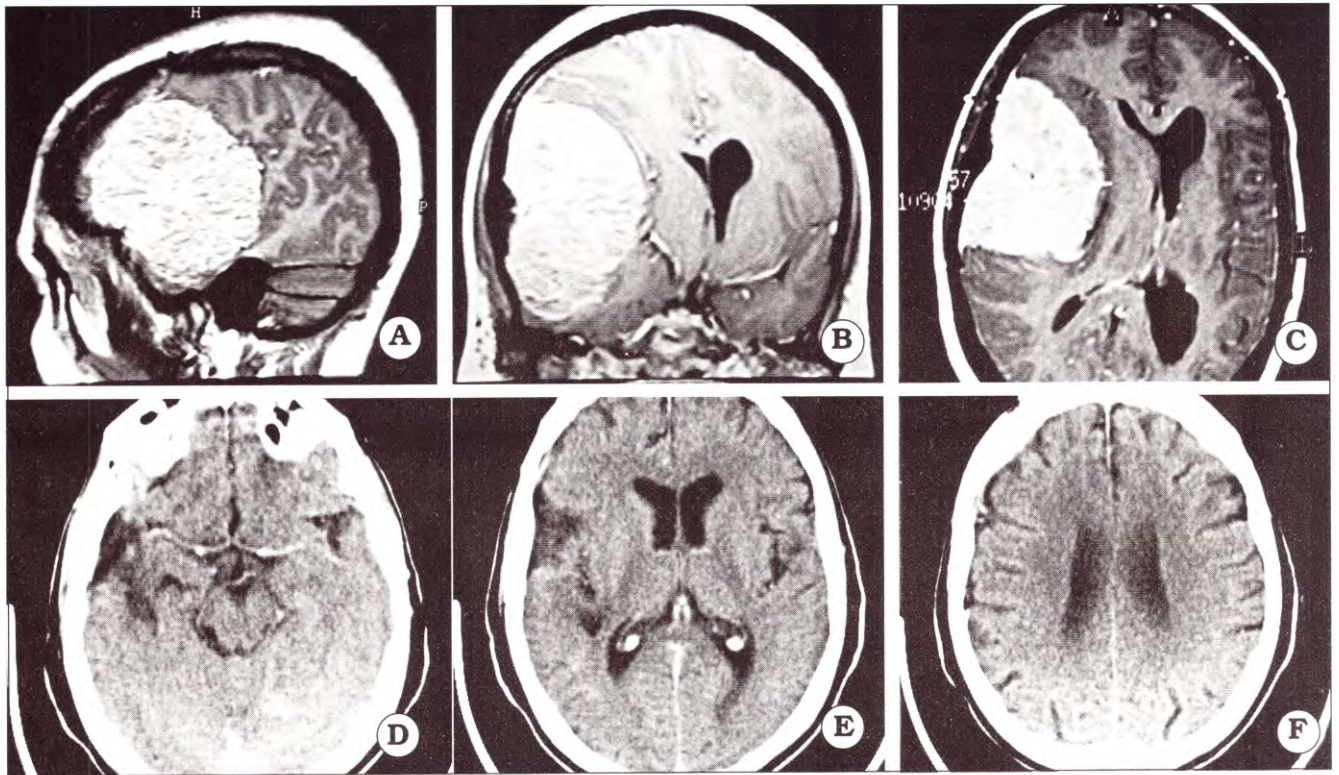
A. IRM en T1 con gadolinio, corte parasagital: se visualiza un tumor gigante a nivel del ala esfenoides. B. Corte coronal. C. Corte axial. D, E y F. TAC postoperatoria con contraste sin restos tumorales. Exéresis Simpson 2.
